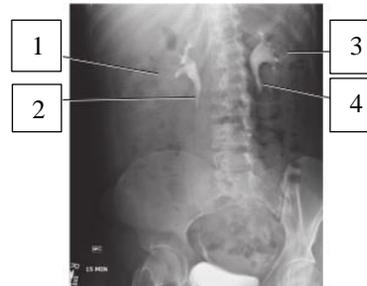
Hasil radiograf proyeksi nephrotomography (Lampignano & Kedrick, 2018).
